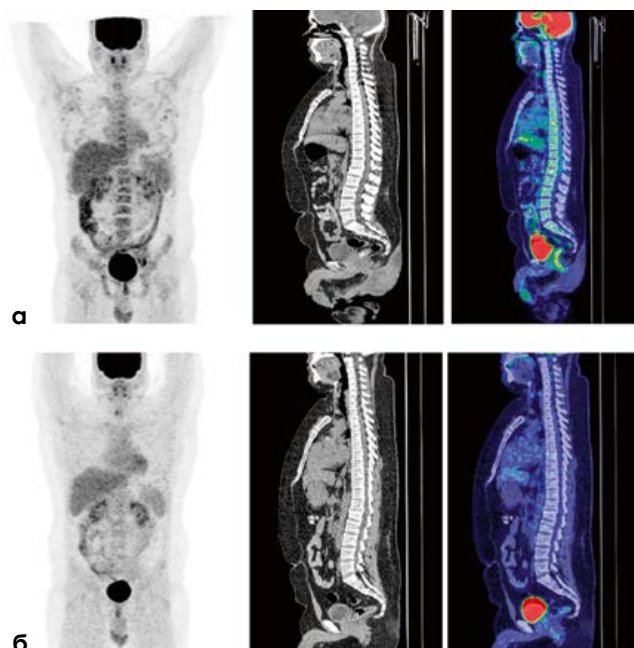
Пациент Ш., 23 года. Диффузное поражение костного мозга. SUV_{max} – 3,56. а – до лечения, б – после лечения.
